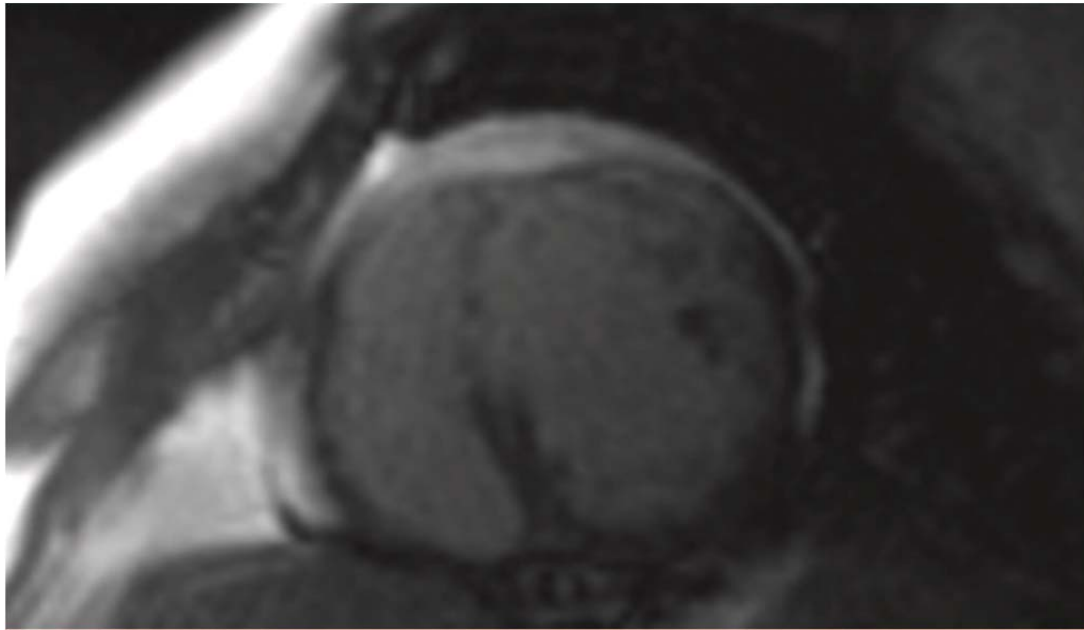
Superior. Estudio de detección de RTG de paciente con MCD de origen isquémico con evidencia de necrosis a nivel anterior. Inferior. Estudio de detección de RTG de paciente con MCD idiopático con foco de fibrosis intramiocárdica a nivel septal inferior, en la unión de ventrículo izquierdo y ventrículo derecho.
